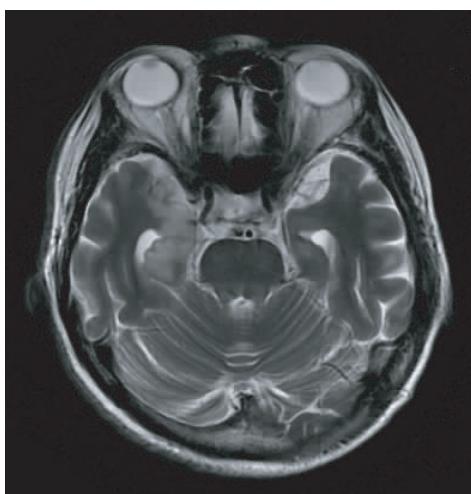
2015 年 8 月 4 号头颅 MRI T_2 像示双侧颞岛叶、右侧海马异常信号灶
